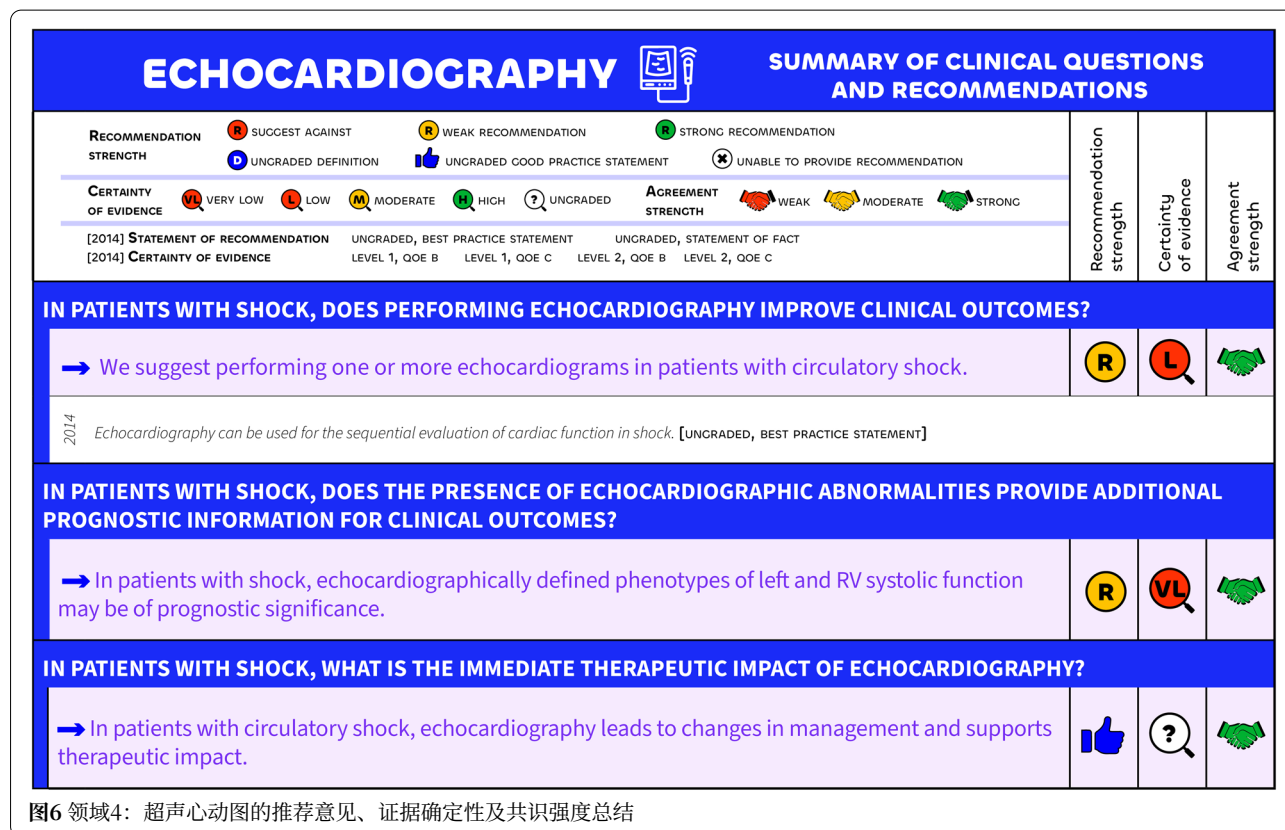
领域4：超声心动图的推荐意见、证据确定性及共识强度总结
